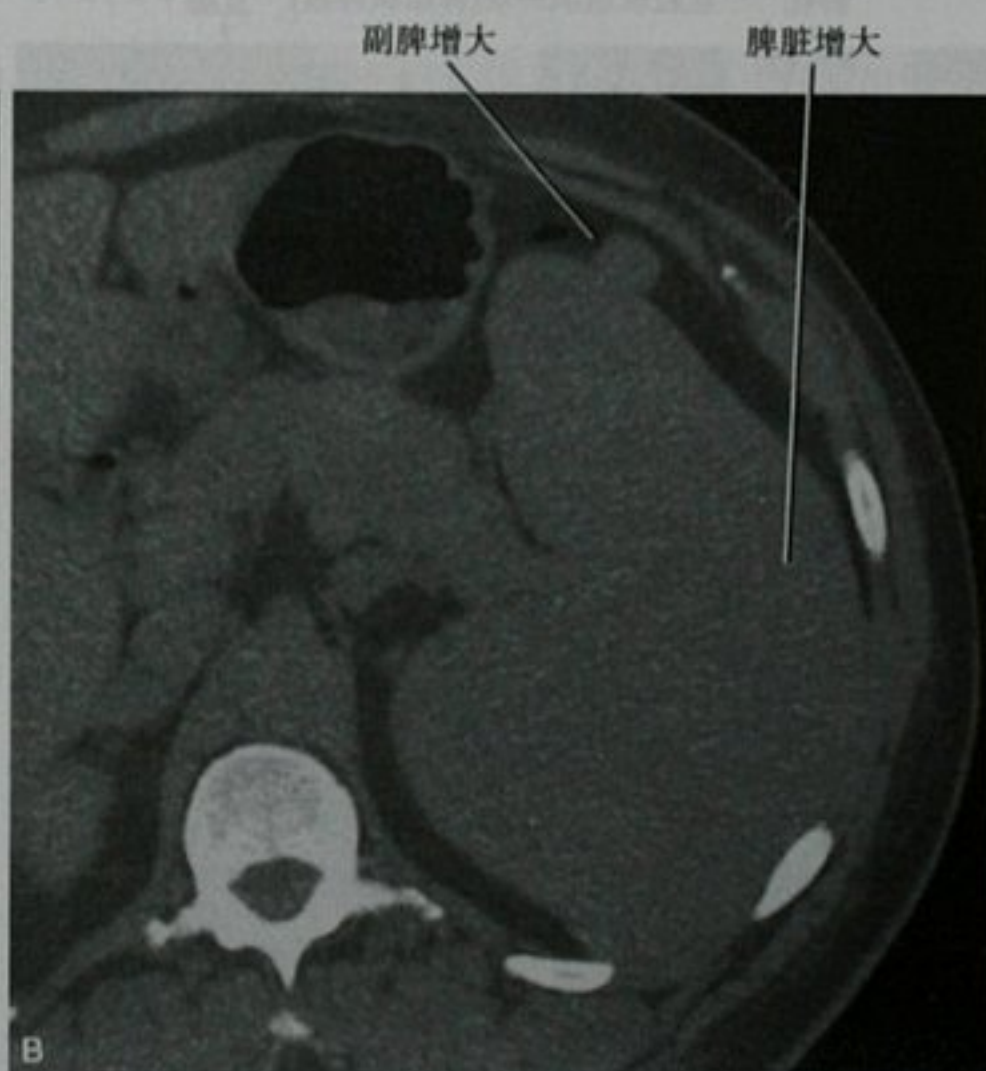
淋巴瘤患者通过脾脏的 CT 平扫横断面图像,比较第一次扫描(A)和第二次扫描(B),脾脏和副脾的体积都有增大
